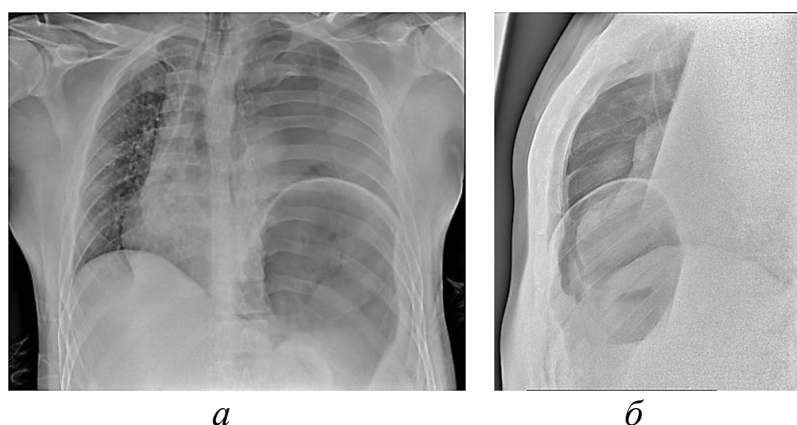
Ущемленная левосторонняя посттравматическая диафрагмальная грыжа с перемещением желудка в плевральную полость, его некрозом и перфорацией, напряженным левосторонним пневмотораксом. Обзорная (а) и боковая (б) рентгенография органов грудной клетки (собственное клиническое наблюдение)
